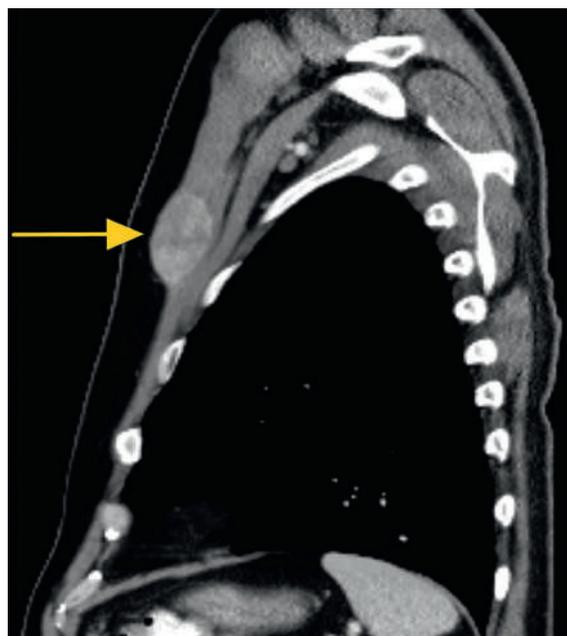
Thorakoabdominales CT, sagittaler Strahlengang: Tumor in der linken Pektoralismuskulatur (Pfeil).
